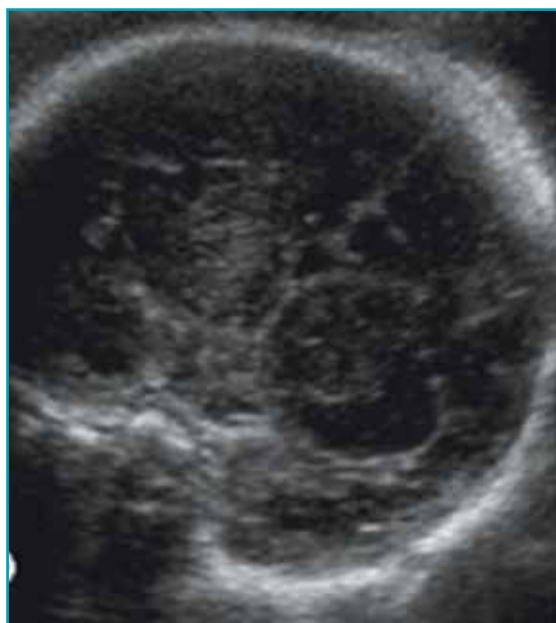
Identification de nodules sous-épendymaires (têtes de flèches) en IRM (b) et non en échographie focalisée sur le cerveau fœtal (a)
